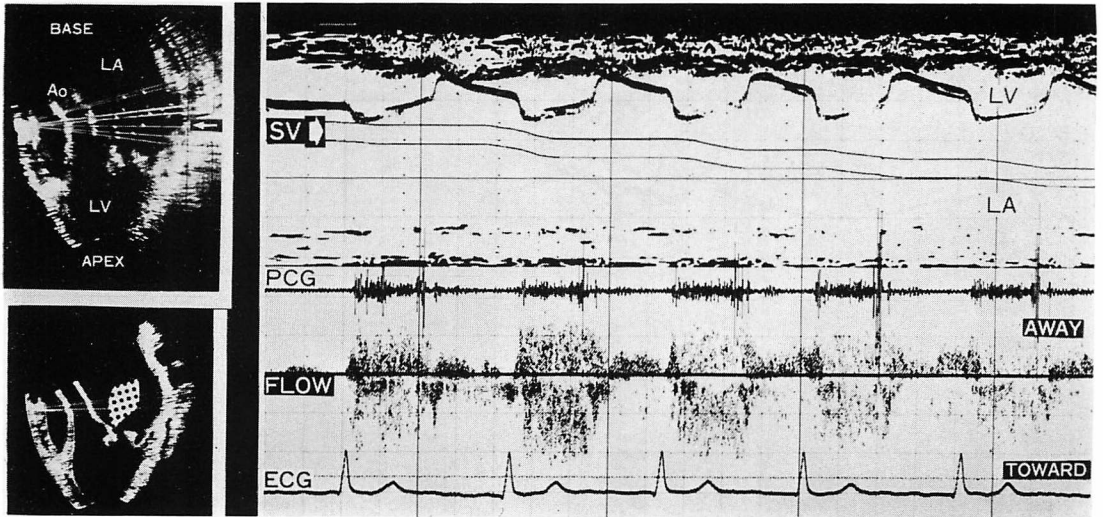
Abnormal Doppler signals in the middle area of the left atrial cavity in a patient with rheumatic mitral regurgitation.
